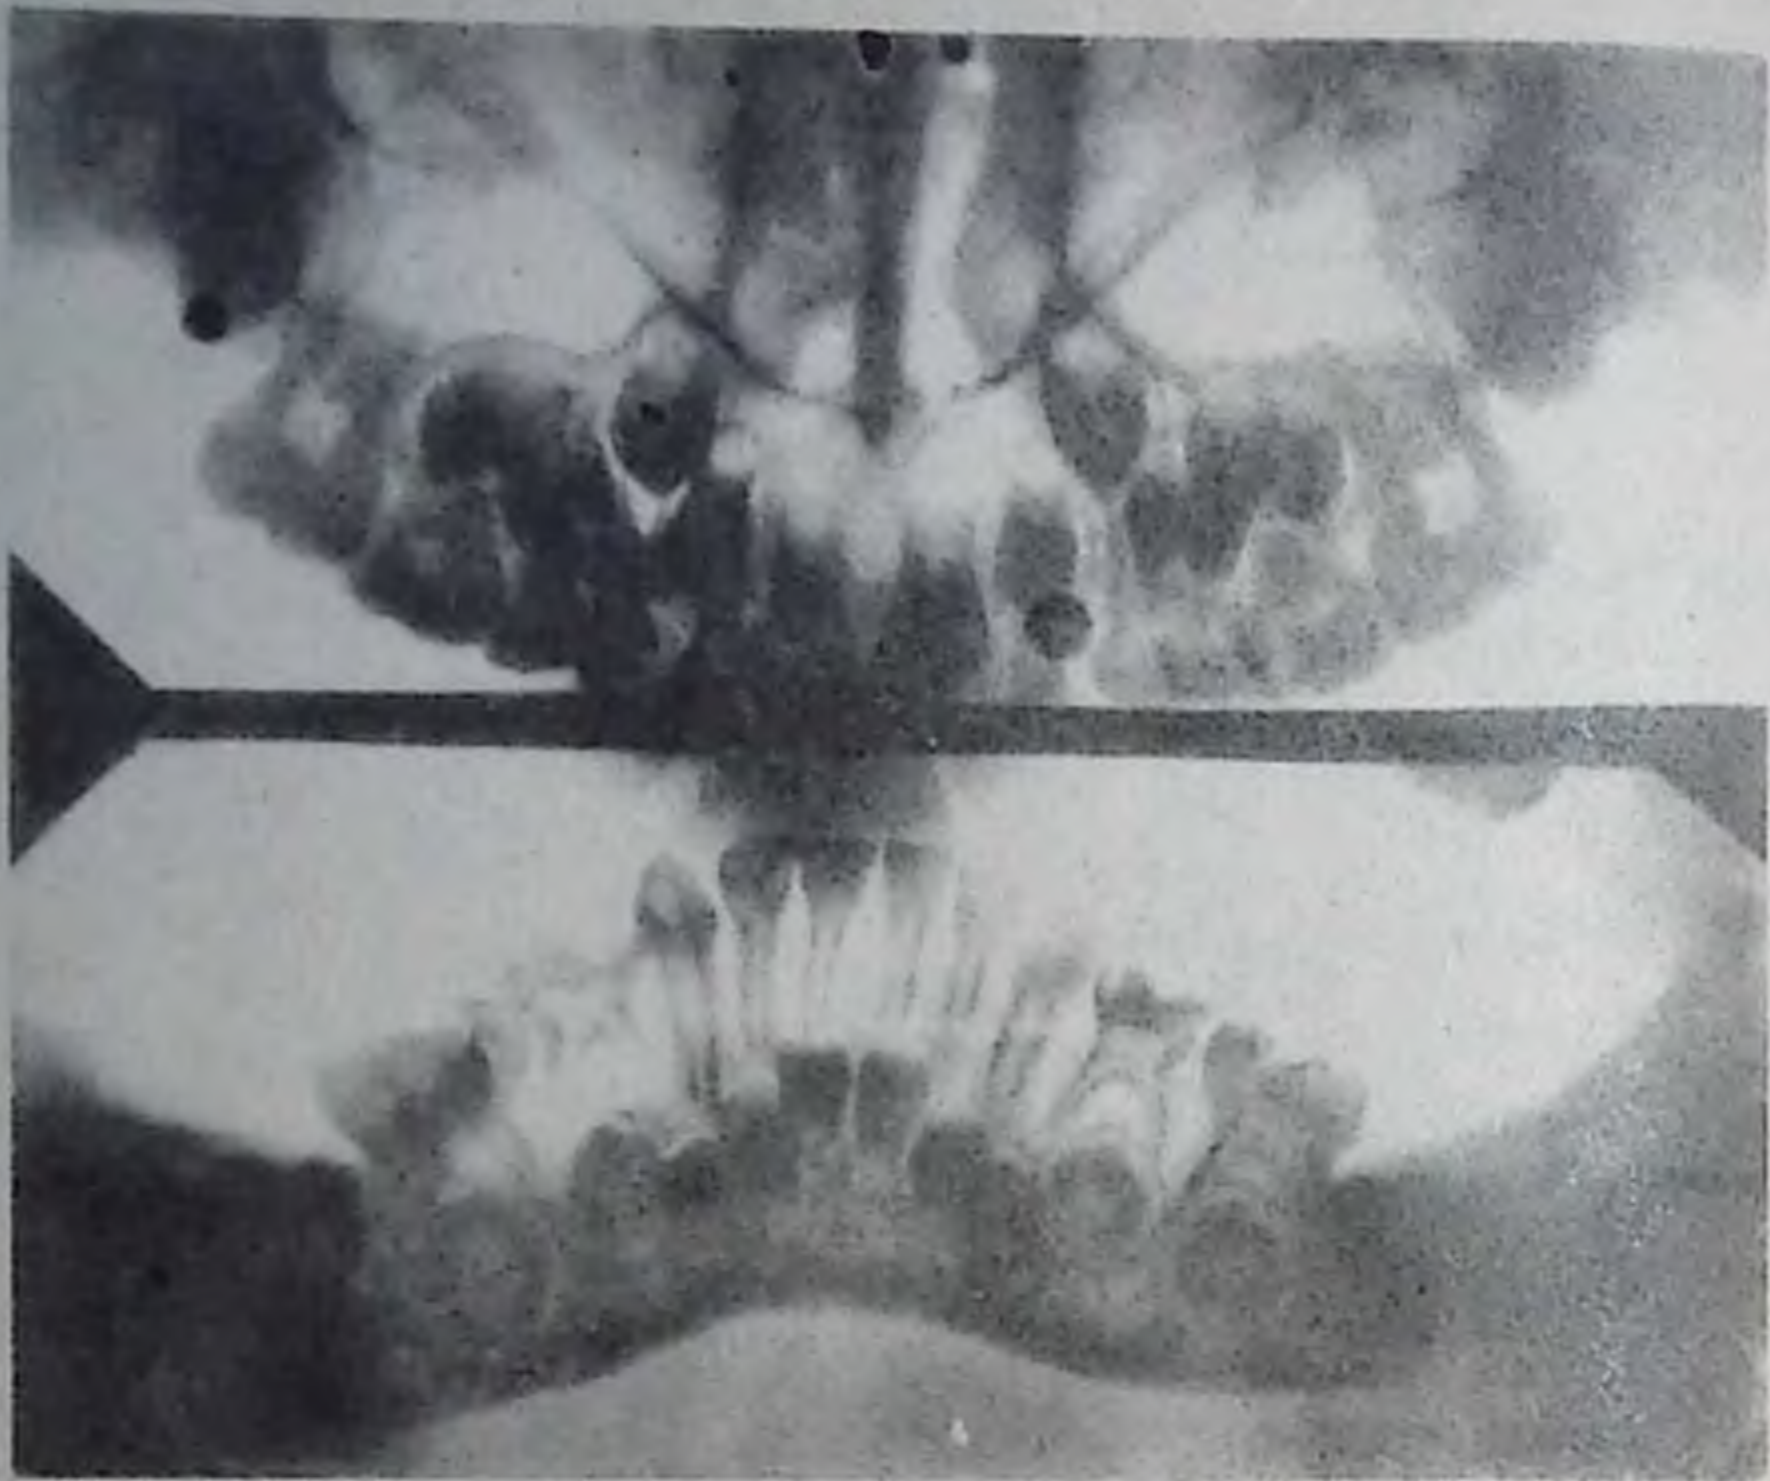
Панорамная рентгенограмма зубов. Видны зубы верхней и нижней челюстей. Карнес IV зуба нижней челюсти справа.
